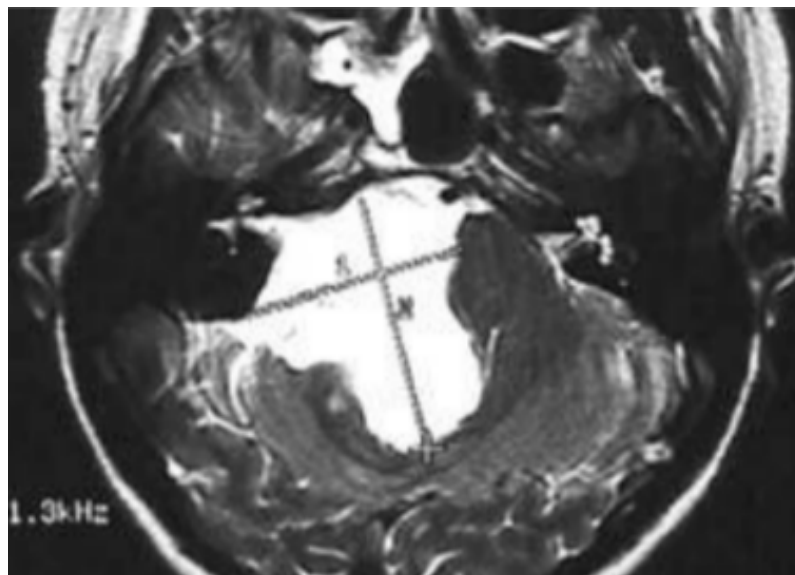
Coupe axiale d'IRM T2 montrant un volumineux kyste épidermoïde de l'angle ponto-cérébelleux en hyper signal T2 caractéristique [95]
